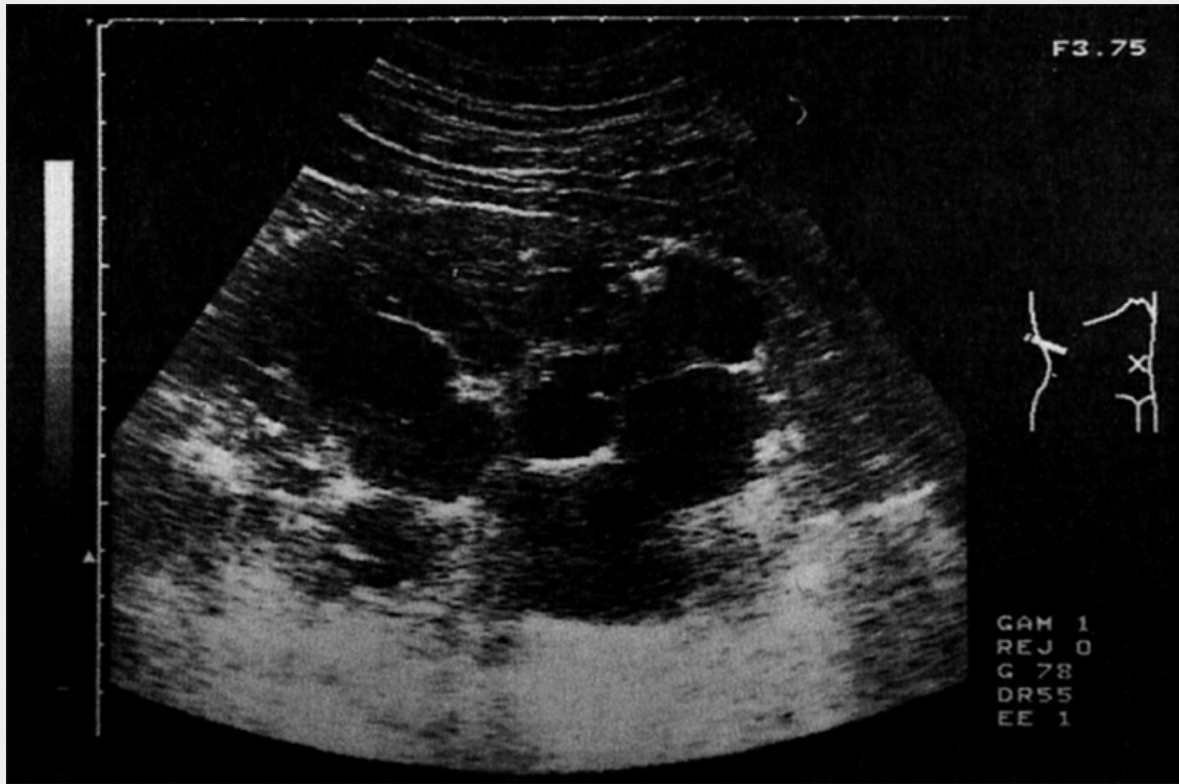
Abdomensonografisches Bild bei Zystennieren
